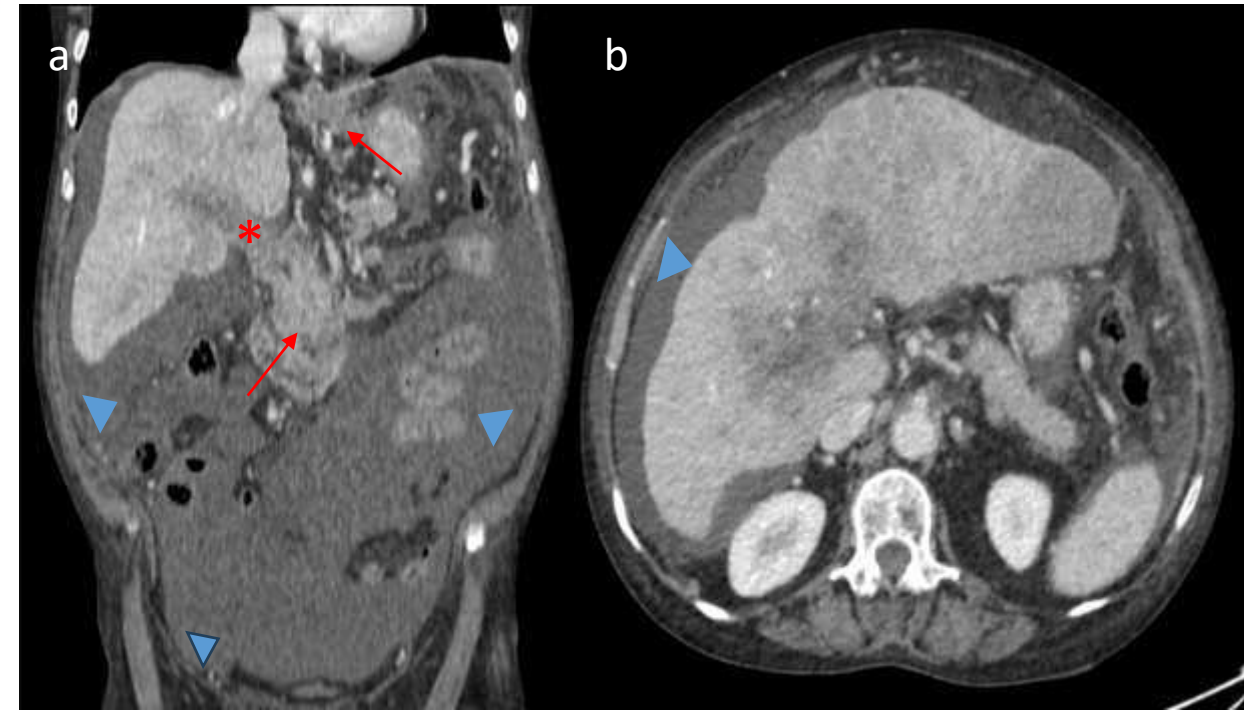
TC abdomino-pélvica tras administración de contraste en fase venosa. Trombo totalmente oclusivo del eje espleno-porto-mesentérico (*), con neovasos en el interior del mismo y colaterales peripancreáticas y esofágicas (flechas en 5a). Cirrosis hepática, con un parénquima heterogéneo en relación con hipoperfusión secundaria a la trombosis portal y con posible componente de infiltración tumoral. Importante hemoperitoneo (puntas de flecha).
